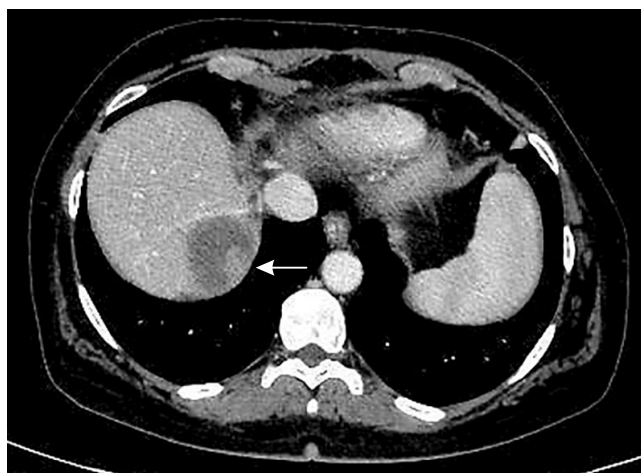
МСКТ брюшной полости после ssTAXЭ: определяется остаточная кровоснабжаемая опухоль № 2 размерами 19×14×9 мм (стрелка), локализуемая в заднемедиальных отделах верхней трети новообразования
